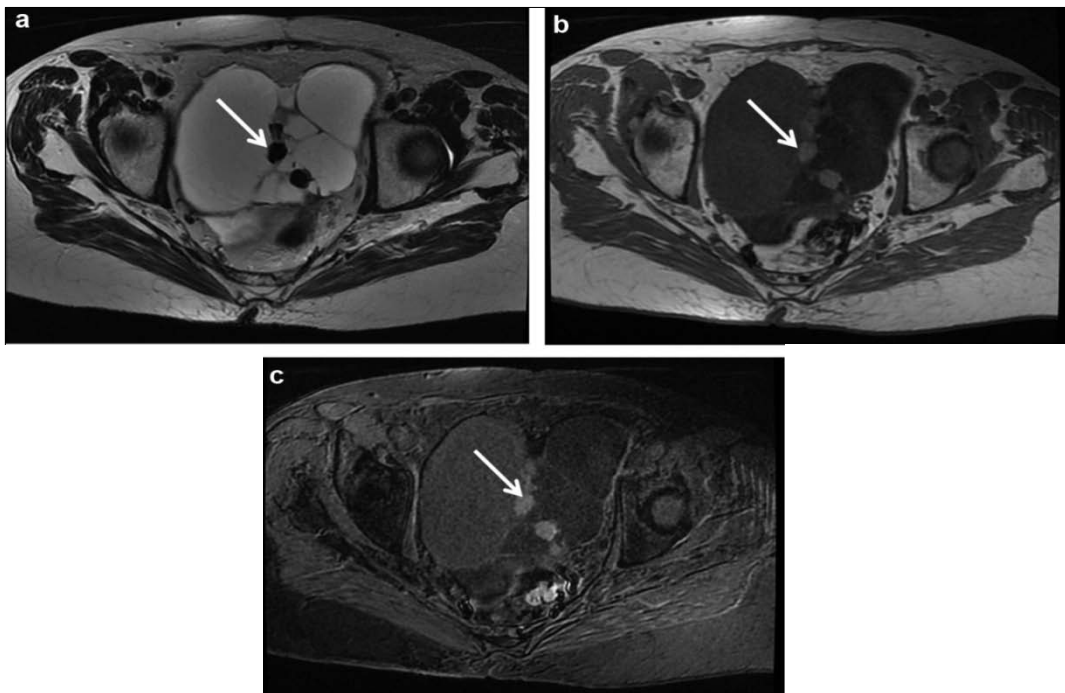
(a). IRM d'un struma ovarii retrouvant une masse multiloculée en T2, (b).contenant des loculi en hypersignal T1, (c) et en franc hyposignal T2 (flèche) (34)
